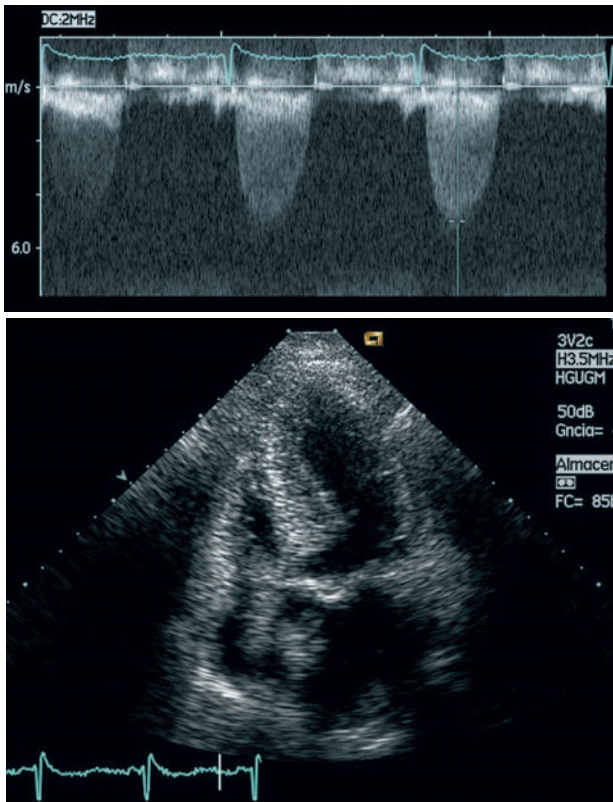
Estenosis aórtica en un paciente geriátrico. En la imagen superior puede observarse, en una proyección de 4 cámaras, la hipertrofia del ventrículo izquierdo y la esclerosis de la válvula aórtica. En la imagen inferior se observa, mediante estudio Doppler, una velocidad máxima de 5 m/seg, que corresponde a un gradiente máximo instantáneo de 100 mmHg, es decir, a una estenosis aórtica severa.
